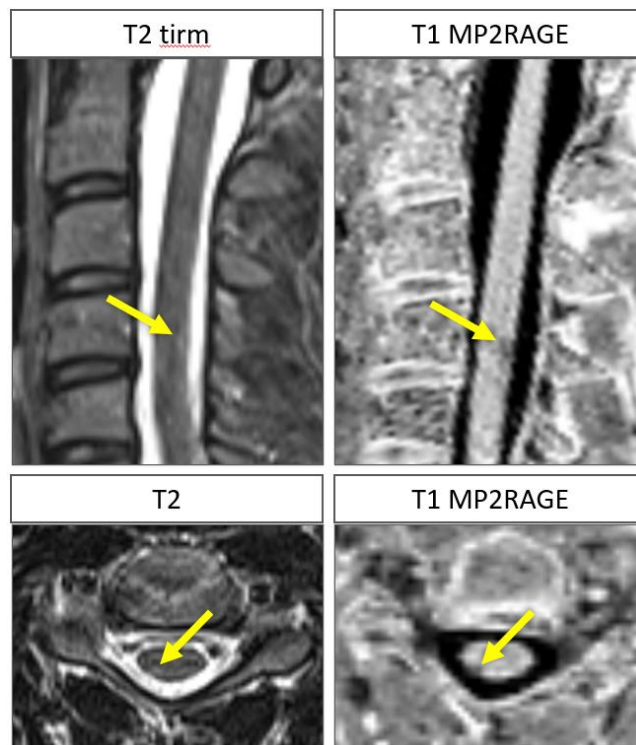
МРТ-визуализация интрамедуллярного очага (стрелки) в шейном отделе спинного мозга на уровне С4 позвонка в стандартных режимах T2 и T2 stir/tirm на МР-томографе Siemens Magnetom Verio, 3Тл, в 2020 году (слева) и в режиме T1 MP2RAGE на МР-томографе Siemens Magnetom Prisma, 3 Тл, в 2022 году (справа).
